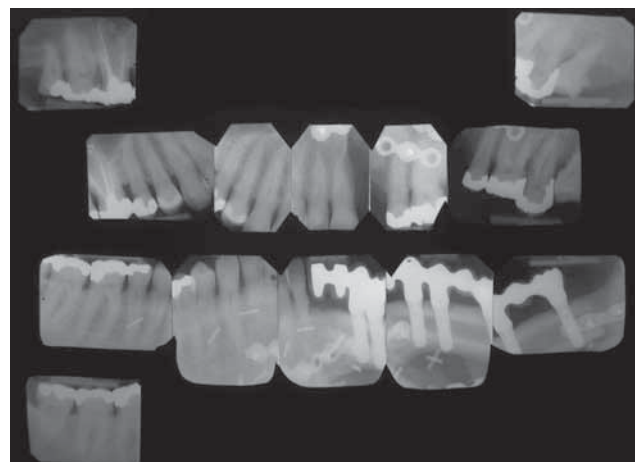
Röntgeneinzeldahnstatus der Ausgangssituation.
